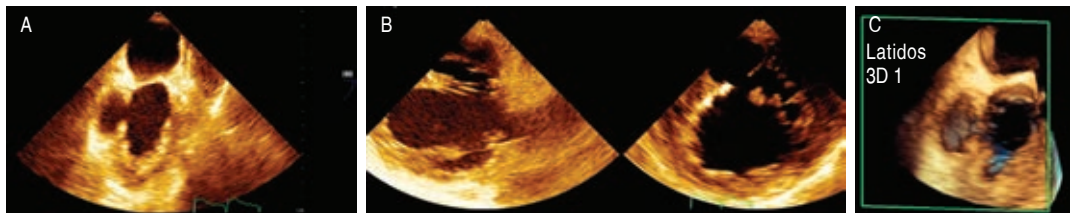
Ecocardiograma transesofágico. A) Esófago medio a 90° con pseudoaneurisma inferior. B) X-plane transgástrico en el que se observa pseudoaneurisma con presencia de trombo en su interior. C) Reconstrucción 3D del pseudoaneurisma.
